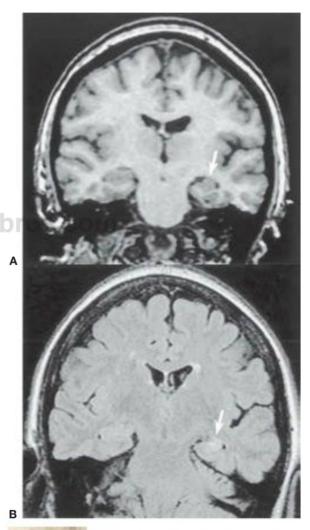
1.2 Resonancia magnética de la esclerosis mesial temporal de un adulto con antecedentes de encefalitis y crisis parciales (mismo Individuo de la Fig. 71.1). A, La imagen potenciada en T1 muestra un hipocampo izquierdo más pequeño (flecha) en comparación con el hipocampo derecho. B, Señal hiperintensa en T2 en el hipocampo izquierdo (flecha).
